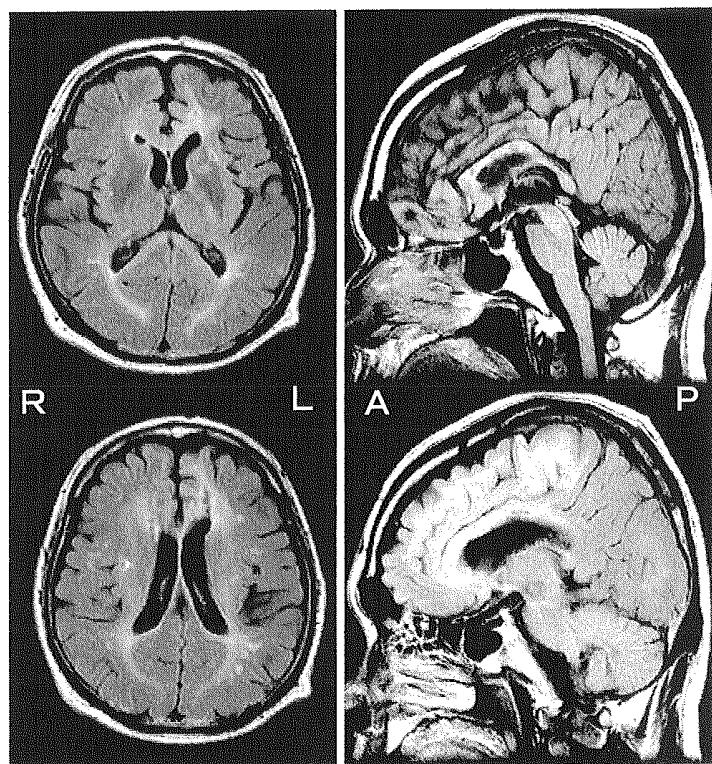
発症後約4ヵ月後のMRI Flare強調画像
